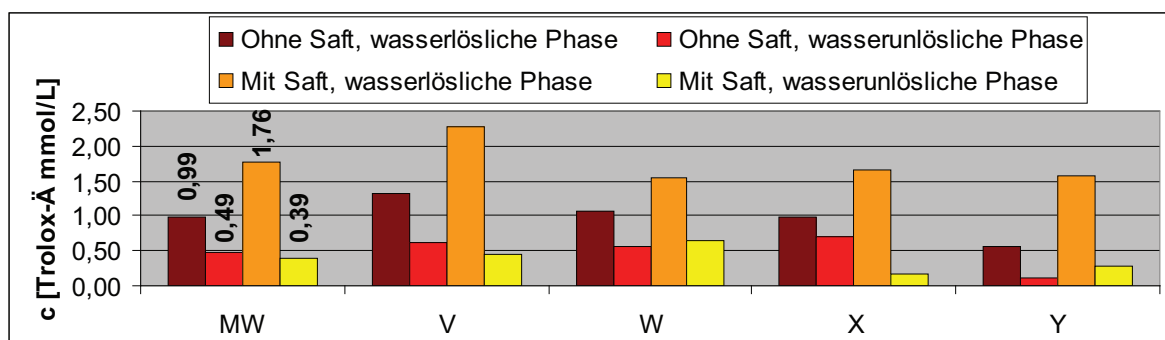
TAC-Werte in Glaserbsen. MW sind die Mittelwerte von V bis Y
